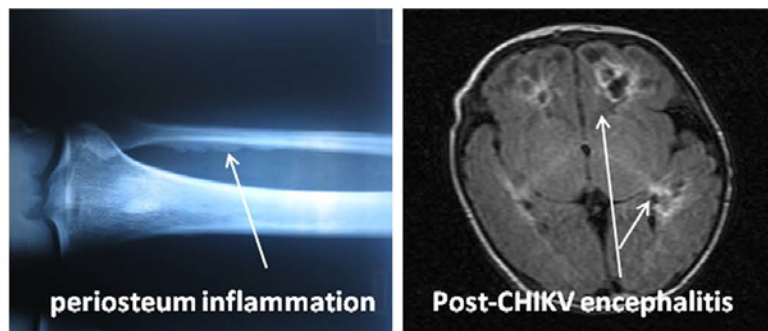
Arthritis in elderly and encephalitis in newborns caused by CHIKV infection. a. Inflammation of the periosteum (enthesopathy) is clearly depicted in this X-ray picture of this elderly patient and indicative of the connective tissue (fibroblast) reaction to the CHIKV infection. b. T2 MRI pictures of a newborn with CHIKV CNS infection and arrows point to perivascular areas with inflammation.
